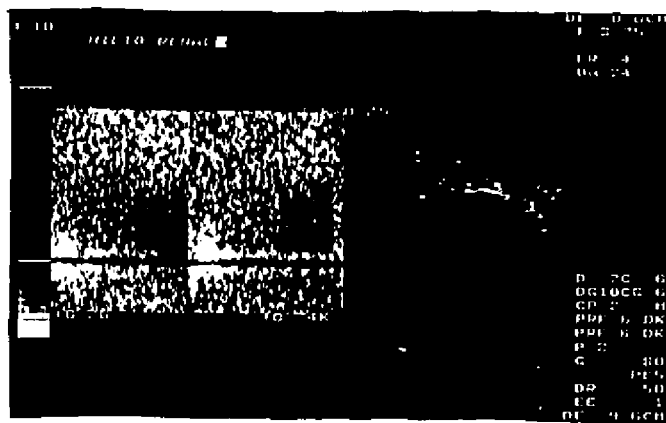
32 (A y B) y 33: ESTENOSIS DE LA ART.RENAL EN LA ANASTOMOSIS. Estudio Doppler duplex color del hilio renal en zona de anastomosis arterial en paciente con donante niño (<10 años). Se observan grandes turbulencias, tanto en el color como en el pulsado, con altas velocidades sistólicas (3.58-1.63 m/seg.), altas frecuencias (5.7 KHz) y dispersión de las mismas en la onda arterial. Distalmente en art. intrarrenales se observó "amortiguamiento" de las curvas (Fig. 33).
